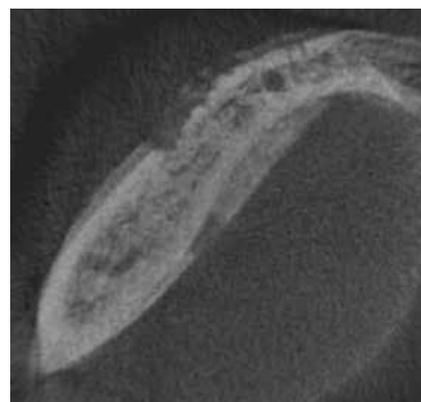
МСКТ: рентгенологическая картина муфтообразных периостальных отложений.
